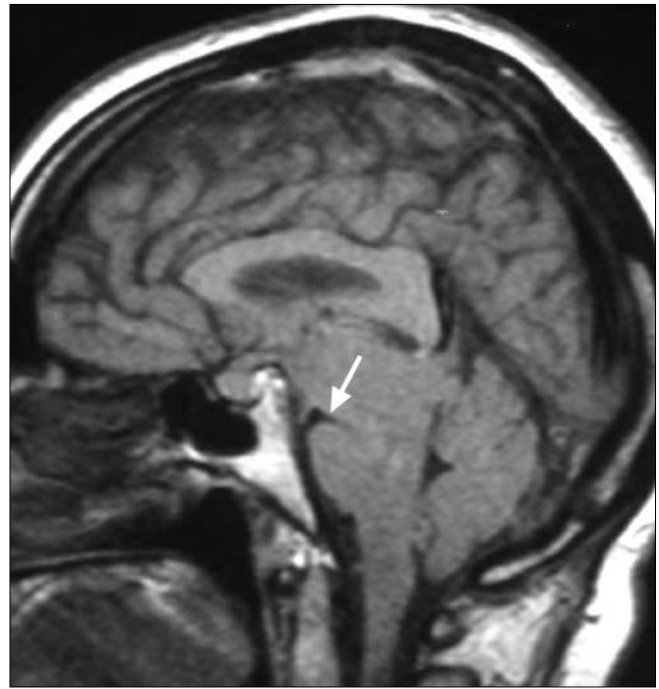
La sezione sagittale mediana di RM dimostra una grave discesa del tronco con obliterazione quasi completa della cisterna interpeduncolare (*freccia*). Le strutture diencefaliche sono abbassate e angolate sul dorso sellare
